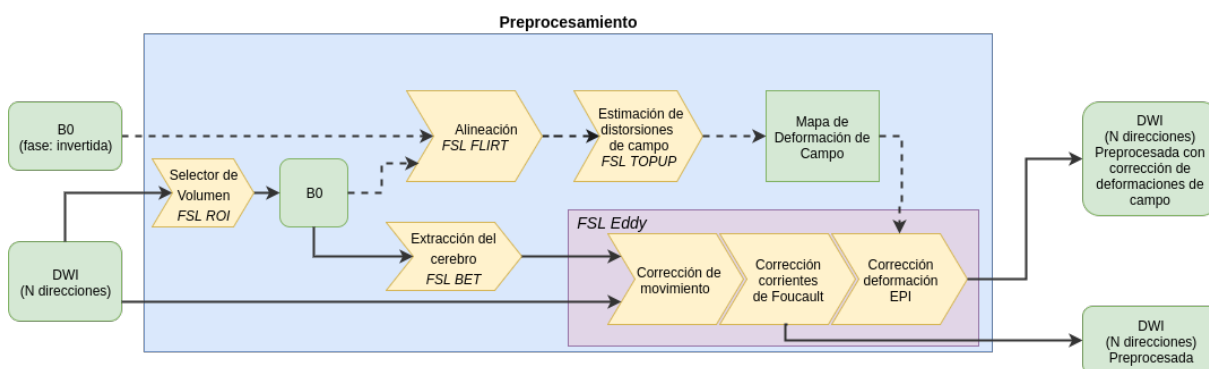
Resumen del preprocesamiento para DWI. En verde se grafican los paquetes de datos, mientras en amarillo los procesos. En líneas punteadas se denotan los pasos opcionales.
